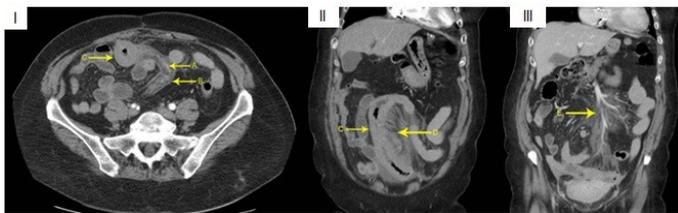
TC de abdomen y pelvis con contraste EV. I: Corte axial en fase arterial. II: Corte coronal en fase arterial. III: Corte coronal en fase venosa. A: Arteria mesentérica superior. B: Hematoma mesentérico. C: Engrosamiento de pared intestinal. D: Aspecto en abanico lineal del plano graso con edema mesentérico. E: Vena mesentérica permeable.
